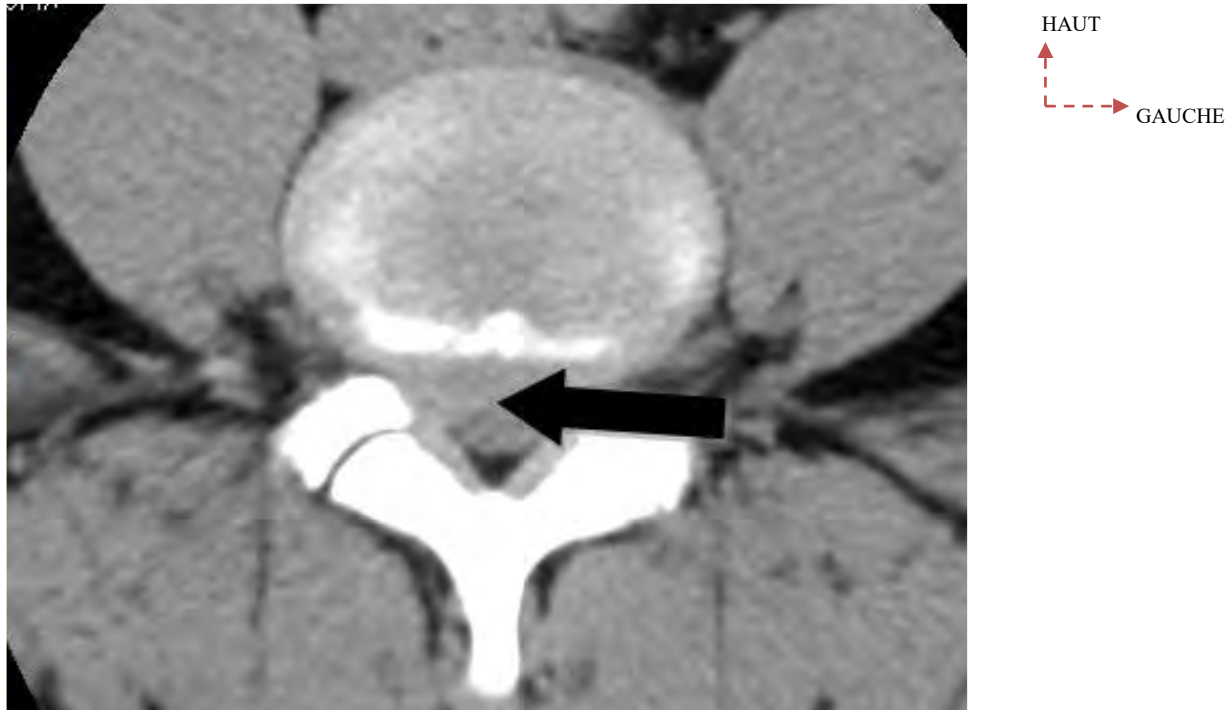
TDM rachis lombaire, coupe axiale scannographique passant par l'espace intervertébral L4-L5 en fenêtre parenchymateuse sans injection de produit de contraste mettant en évidence une hernie discale paramédiane droite (flèche) conflictuelle avec la racine L5 à son émergence chez un patient de 59 ans reçu pour lombalgie.
